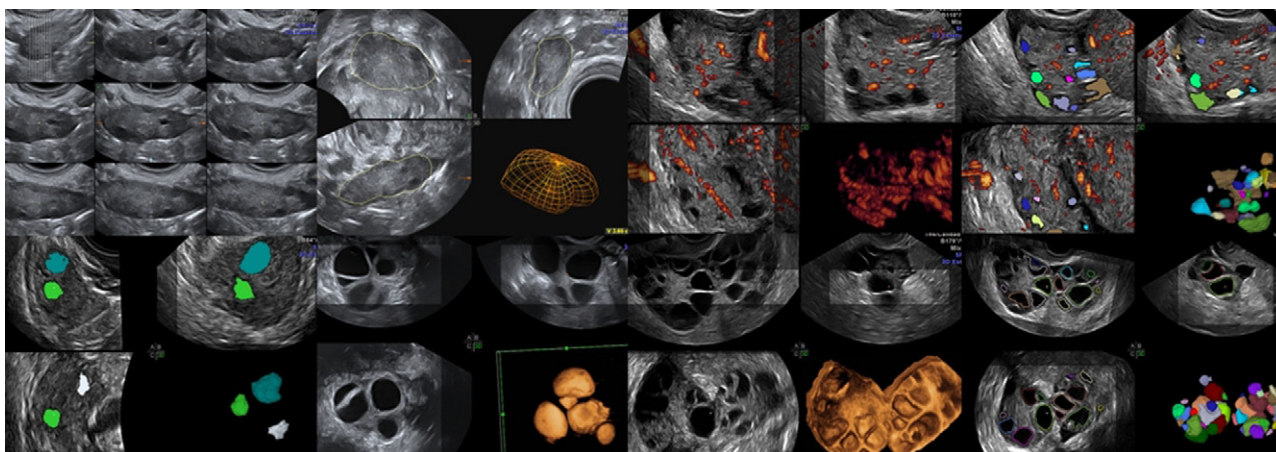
A la izquierda y arriba TUI y VOCAL ovárico. A la izquierda y abajo AVC y modo inverso de una baja respondedora. A la derecha angiografía Doppler, VOCAL y 3D de superficie en un caso de normo respuesta.
